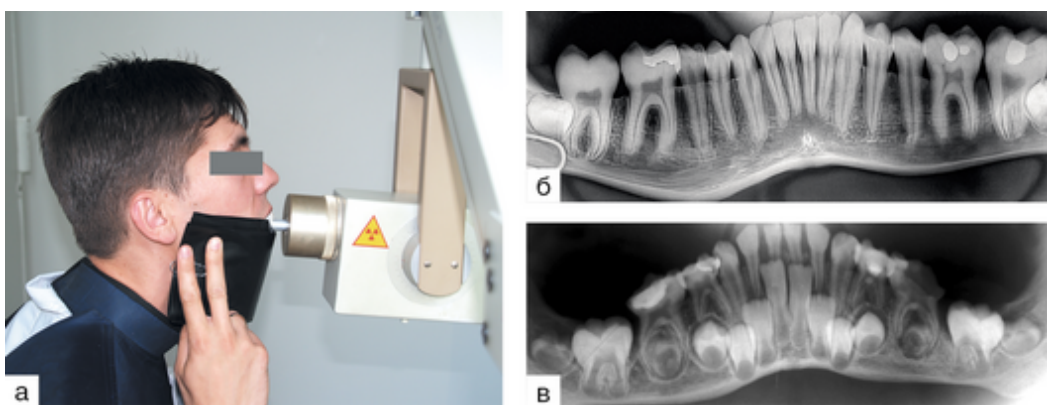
Положение обследуемого (16,5 лет), расположение анода трубки, рентгеноприемника во время выполнения увеличенной панорамной микрофокусной рентгенографии челюстей в прямой проекции (а), увеличенная панорамная микрофокусная рентгенограмма нижней челюсти в прямой проекции (б); увеличенная панорамная рентгенограмма нижней челюсти ребенка 4 лет (в)
